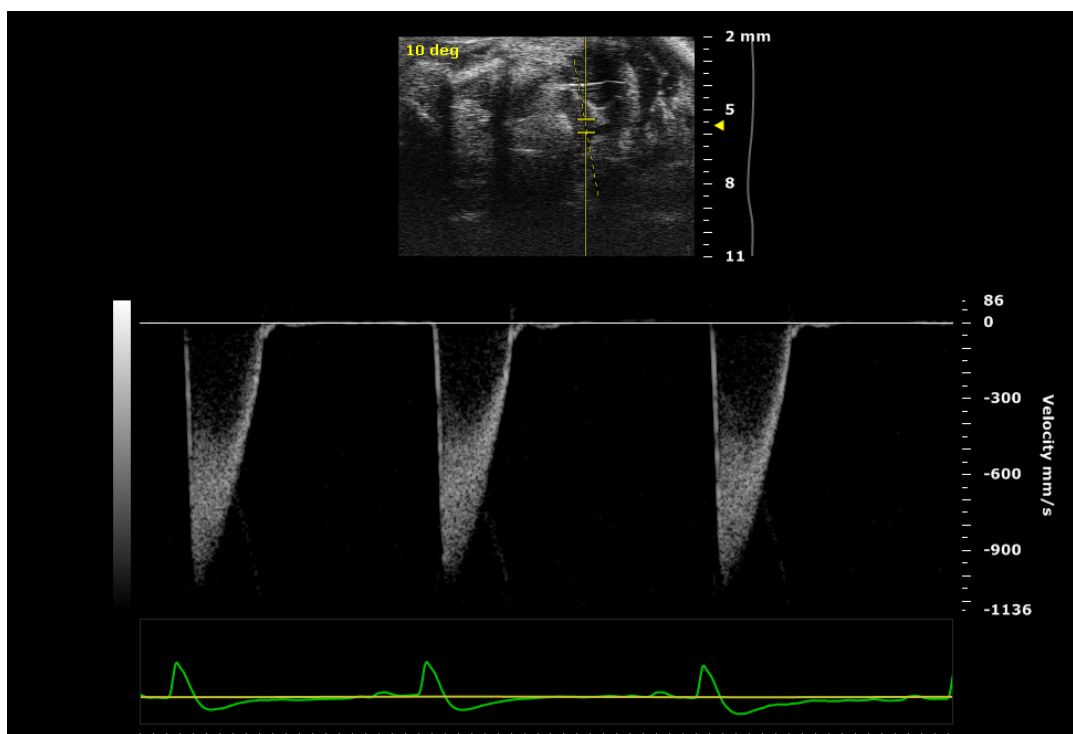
Espectro Doppler normal do fluxo na aorta transversa em camundongo WT SHAM.
